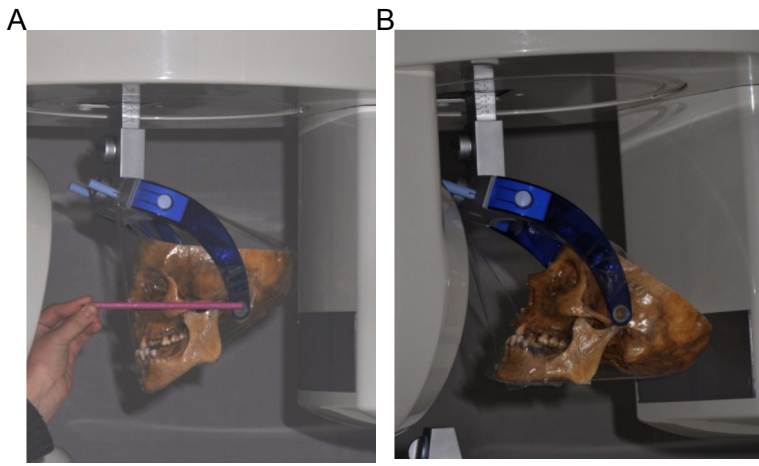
Posiciones del cráneo al momento de tomar la tomografía A, Plano de Frankfurt paralelo al piso; B, plano de Frankfurt a 45° del piso.
